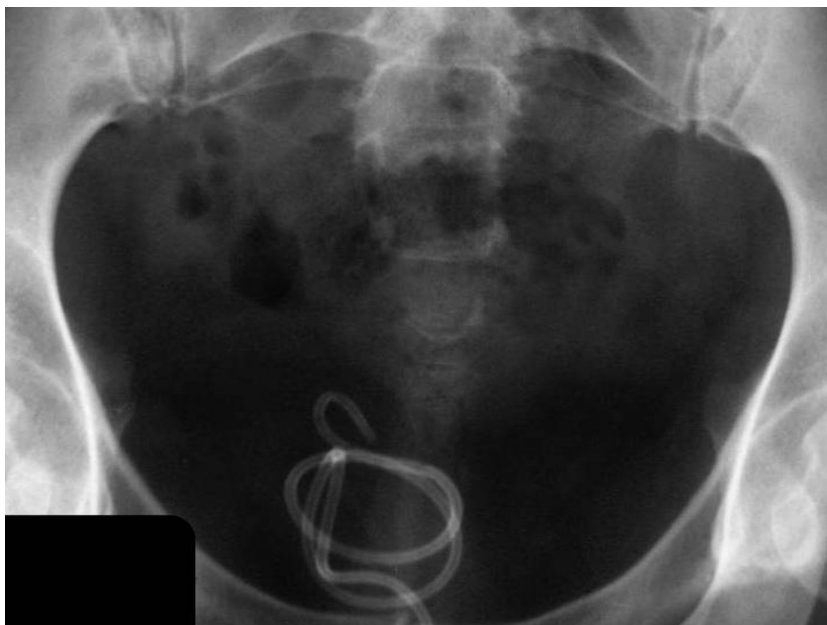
Больная М., 35 лет. Иноородное тело мочевого пузыря. Клиническая картина хронического цистита. Обзорная рентгенограмма таза. В проекции мочевого пузыря – фрагмент свернувшегося мочеточникового катетера
